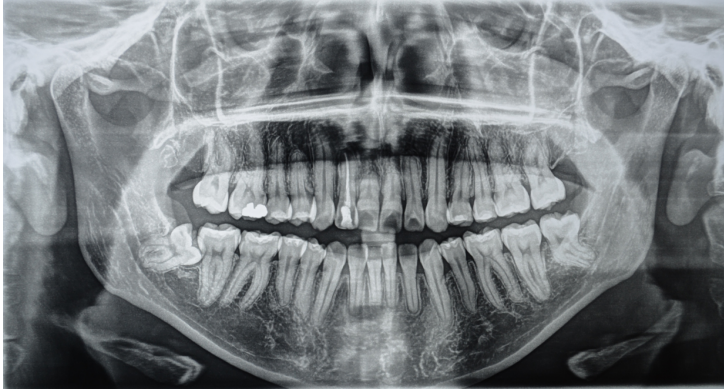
Ortopantomografía inicial, en donde se observa la presencia de 29 órganos dentarios, la proporción corona-raíz 1:1 del OD 11-21, el tratamiento de conducto del OD 12, ausencia del OD 35, y presencia de los OD 38-48
